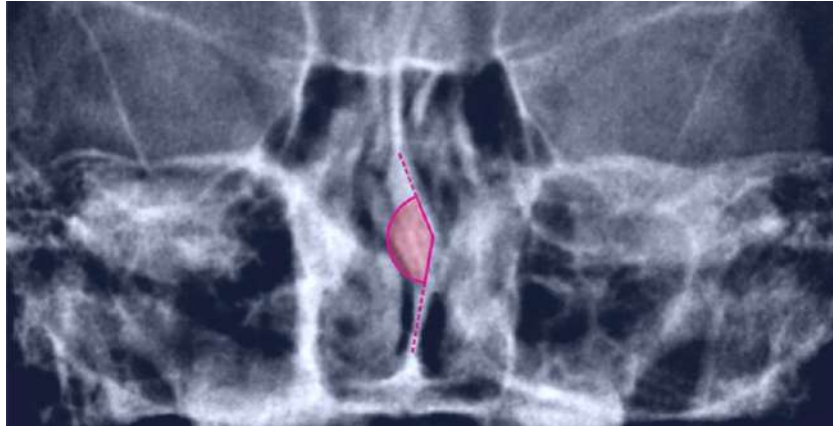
Teleradiografía de frente. Desviación del tabique en grados.
